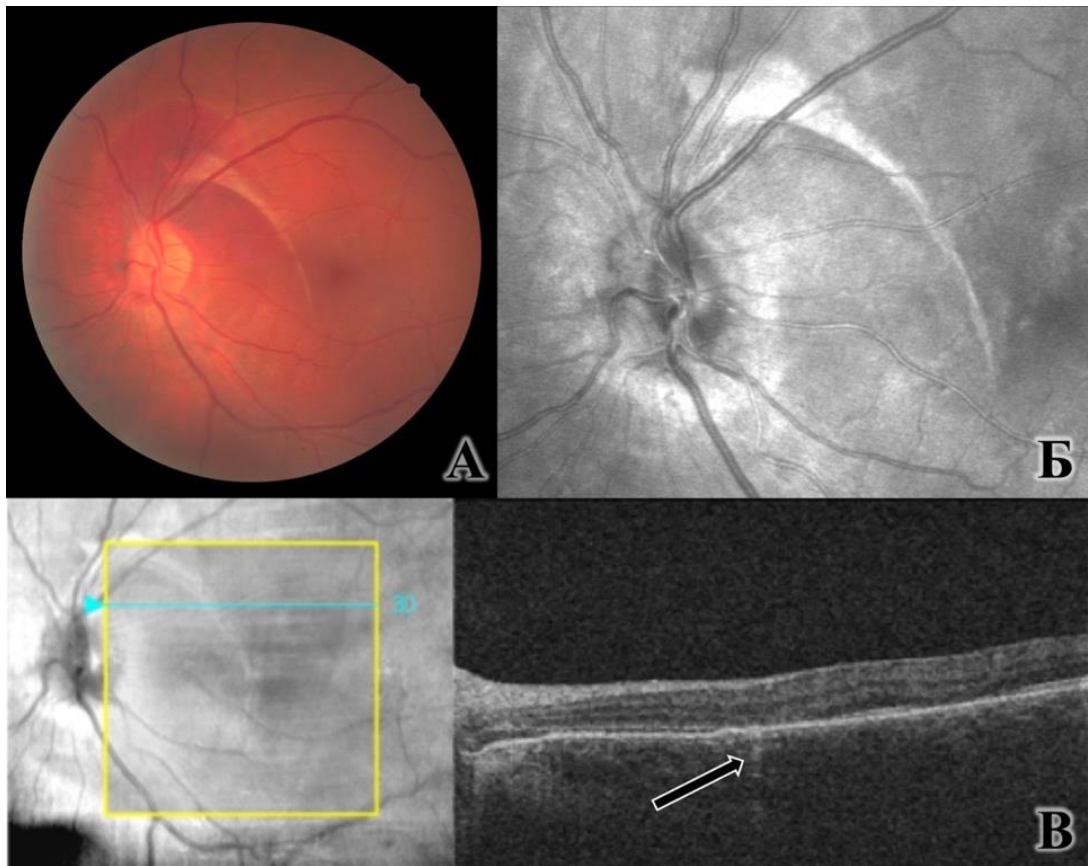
Пациент С. 35 л., ИБ Г27780\16 OS контузия глазного яблока, сублюксация хрусталика I степени, частичный гемофтальм, субретинальное кровоизлияние, разрыв хориоидеи. Visus OS = 0,05 н\к. На цветном фото (А) и изображении, полученном при помощи красного (660 нм) лазера (Б) виден серповидный разрыв хориоидеи. При использовании метода оптической когерентной томографии (В) визуализируется гиперрефлективный участок (указано стрелкой) в толще хориоидеи.
